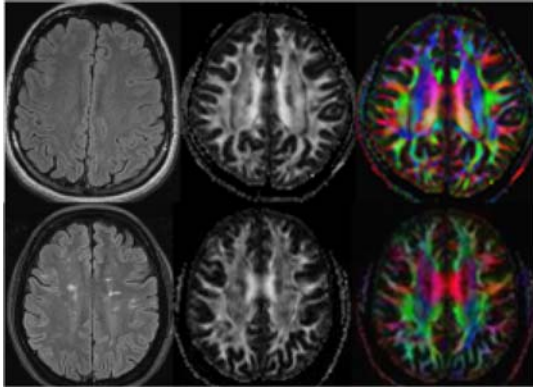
Seqüències ponderades en T2-FLAIR i mapes de difusió anisotròpica (blanc i negre i color) obtingudes en un individu sa (fila superior) i en un pacient amb esclerosi múltiple (fila inferior). S'observa la desestructuració de la substància blanca en el pacient amb esclerosi múltiple en relació a l'individu sa, especialment identificable en el mapa de color.
